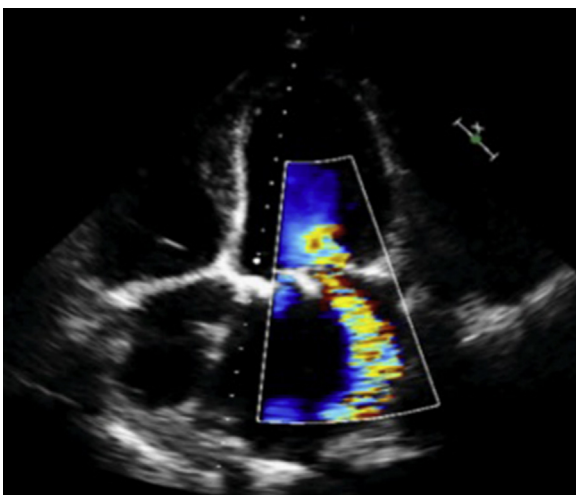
Imagen de ecocardiografía doppler color en la que se observa regurgitación periprotésica severa.
